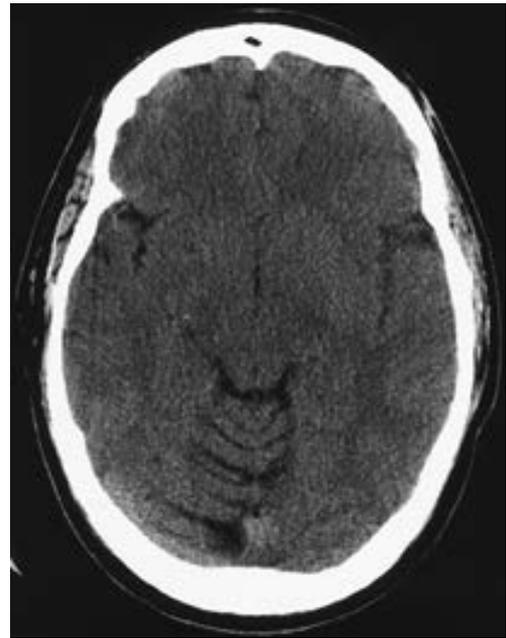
Tomografía de un caso de degeneración cerebelosa alcohólica donde se aprecia la marcada atrofia del vermis cerebeloso, mientras que los hemisferios cerebelosos están relativamente intactos. (Cortesía de A Gean.)
